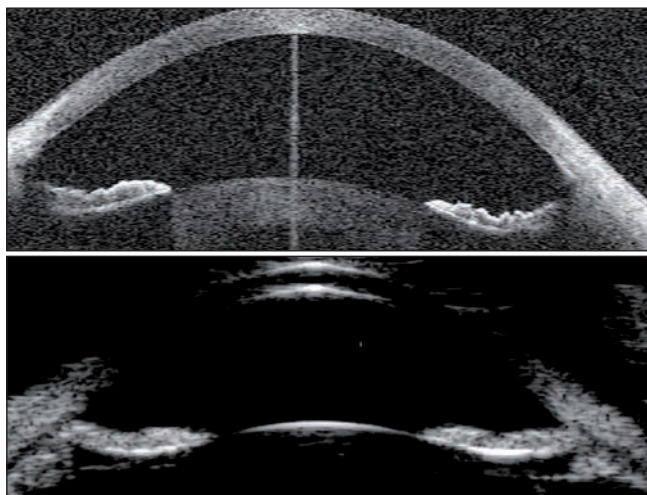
En haut : coupe du segment antérieur en OCT Visante®. En bas : échographie haute fréquence de 25 MHz. On visualise parfaitement la concavité antérieure de l'iris et son apposition à la face antérieure du cristallin : blocage pupillaire inverse [9].
